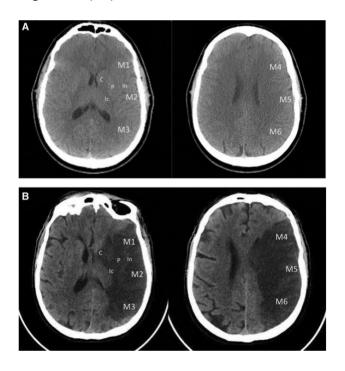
Puntuación de TC temprana del Programa de Accidentes Cerebrovasculares de Alberta (ASPECTS).
